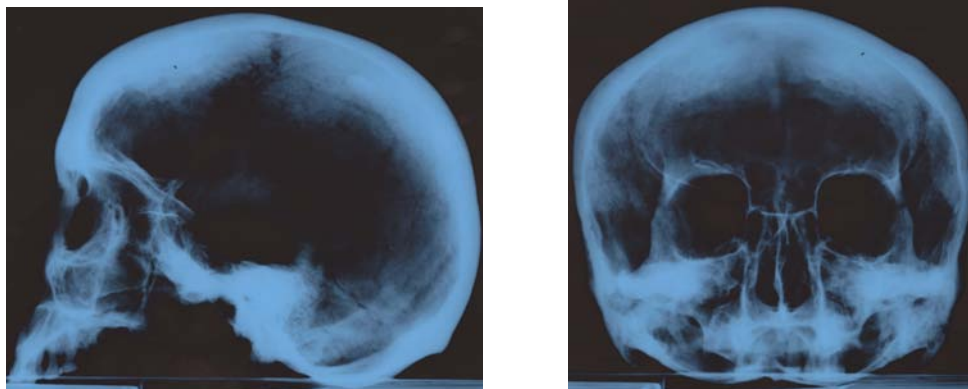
Рентгенограмма черепной коробки мужчины из п. 2 к. 80 могильника Царев.
